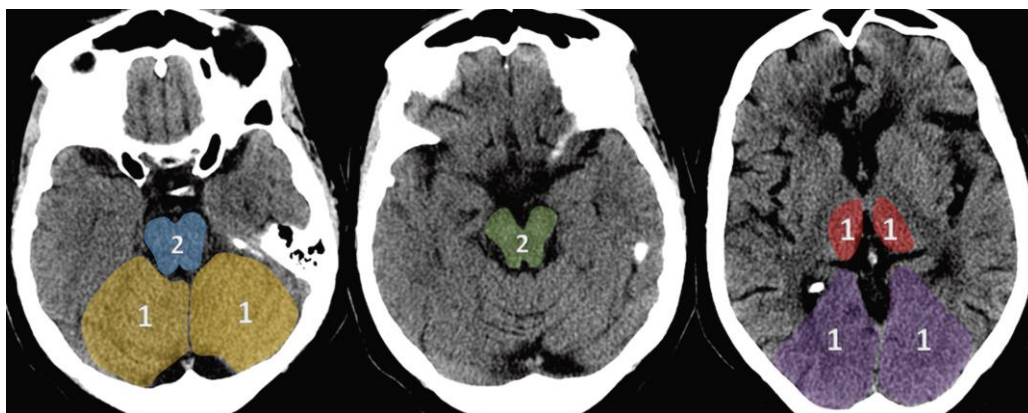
Tomada de (1). TC axial sin contraste que muestra las ocho regiones cerebrales distintas evaluadas en busca de evidencia de cambios isquémicos tempranos para derivar la puntuación de pc-ASPECTS. Los números superpuestos indican los valores de puntos asignados a cada región. Específicamente, el mesencéfalo y la protuberancia representan cada uno dos puntos en el sistema de puntuación, mientras que los hemisferios cerebelosos bilaterales, los tálamos bilaterales y los lóbulos occipitales bilaterales representan un punto cada uno.
